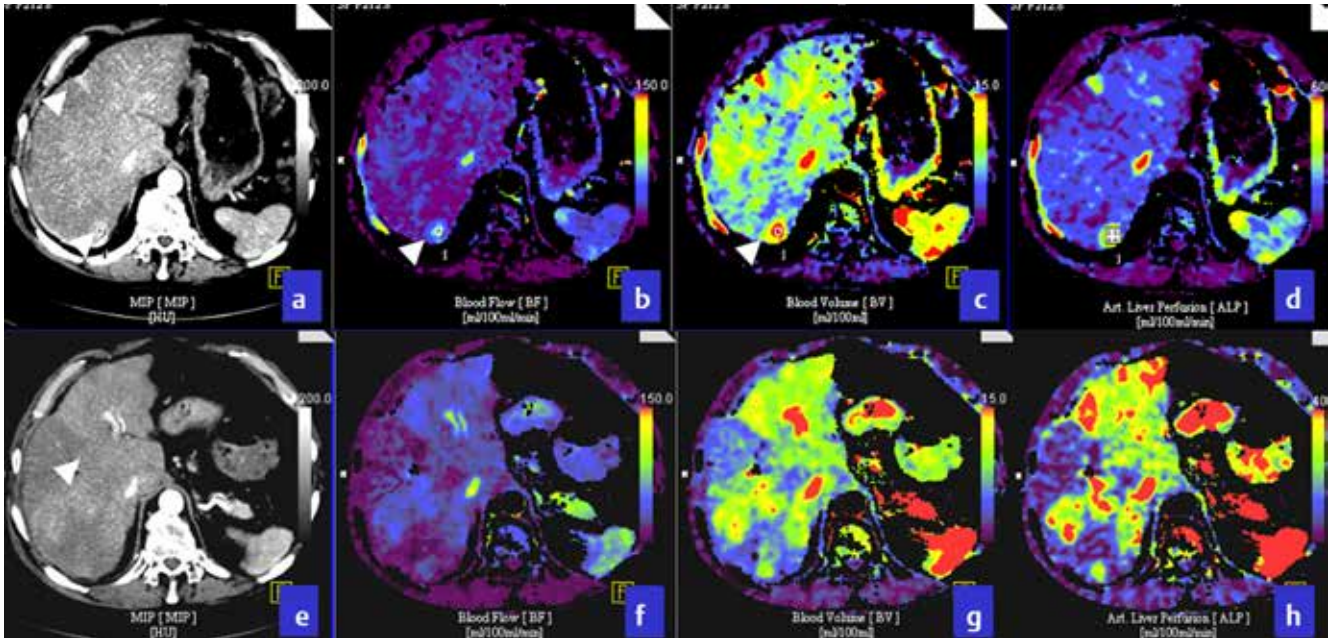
a-h Ischämie. Volumen-Perfusions-CT der Leber (obere Reihe) mit entsprechenden Farbkarten für Blutfluss (BF), Blutvolumen (BV) und arterielle Leberperfusion (ALP) mit Darstellung mehrerer subkapsulär gelegenen hypervascularisierten HCCs. Am Tag 1 nach TACE (untere Reihe) lassen sich in allen 3 Farbkarten wie auch im MIP-Bild Perfusionsausfälle erkennen. Der größere Tumor im Segment VII (Pfeilspitze) zeigt lediglich eine Reduzierung des Perfusionsverhaltens bei erhaltener Vitalität. Die ALP-Farbkarte zeigt interessanterweise eine vermehrte Arterialisierung der nicht embolisierten Lebersegmente, am ehesten als Ausdruck einer Flussredirektionierung.
